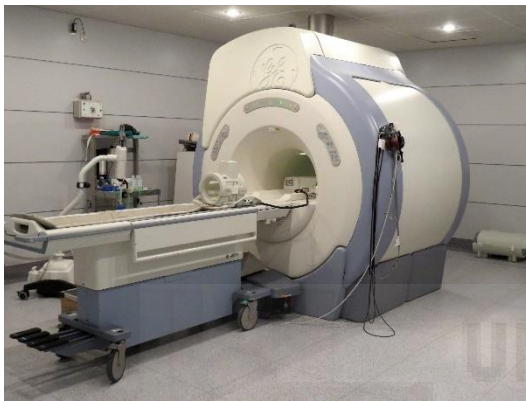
Resonancia magnética 1.5 T
